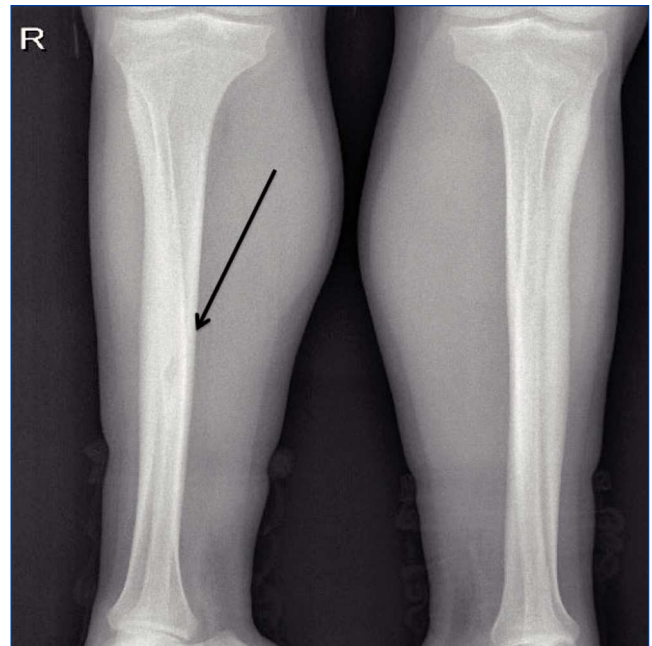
Imagen de radiografía de ambas piernas con tumor pardo en la diáfisis de tibia derecha.
